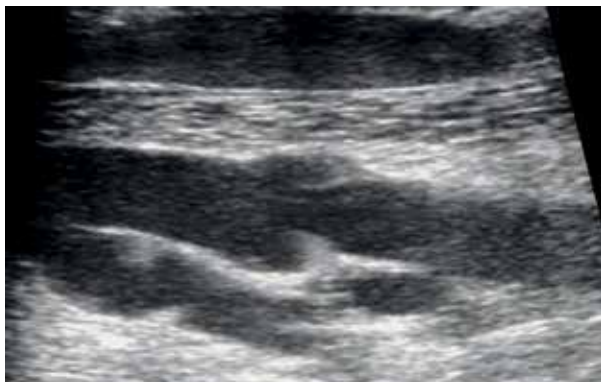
Duplexsonographisches Bild einer postthrombotischen Vene.
